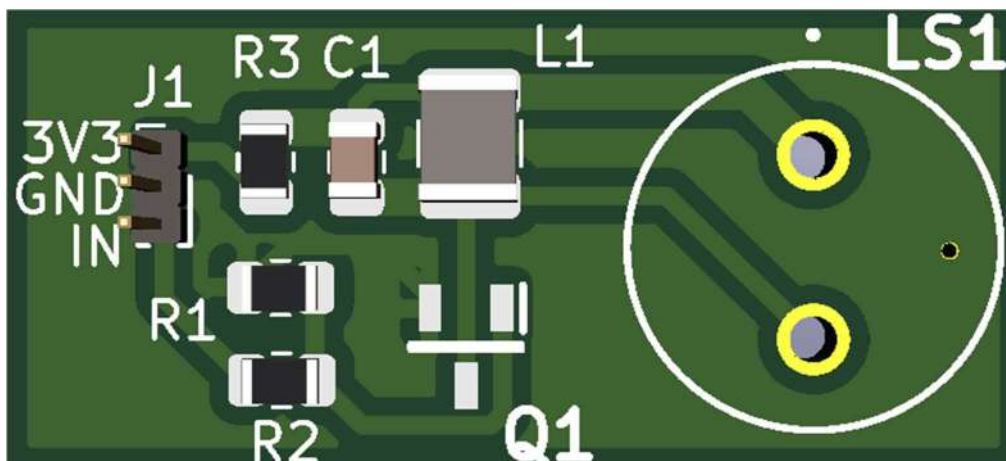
Visionado 3D placa circuito impreso de circuito de ultrasonidos
